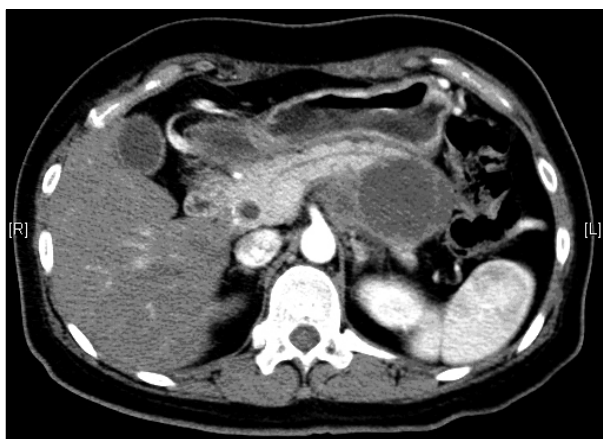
Contrast enhanced CT shows a 6.5 cm sized well-encapsulated mass containing solid & cystic portion in tail of pancreas.
